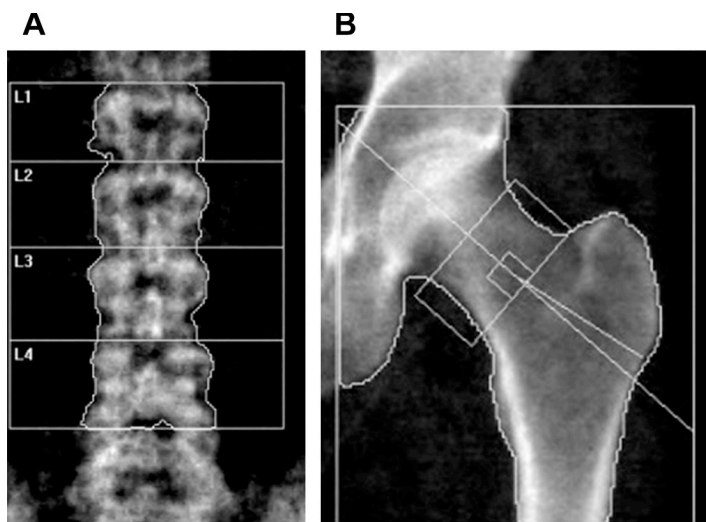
Messung der Knochendichte der lumbalen Wirbelkörper und der Hüfte mittels DXA, (A) DXA einer normalen lumbalen Wirbelsäule L1-L4; (B) DXA einer linken Hüfte, Messung der Knochendichte des Oberschenkelhalses und der gesamten Hüfte, Abbildung *reprinted* von [24] mit Erlaubnis von Elsevier (DXA = *dual-energy X-ray absorptiometry*, L = Lendenwirbelkörper)
